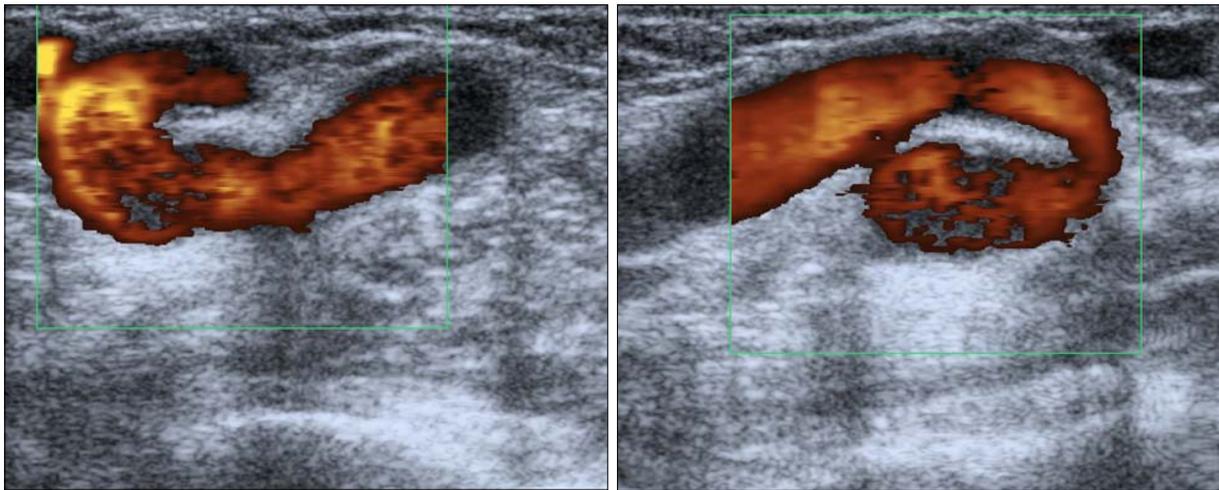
Ecografía Doppler en la que se visualiza un *loop* de arteria humeral en el pliegue antecubital del miembro superior izquierdo.
